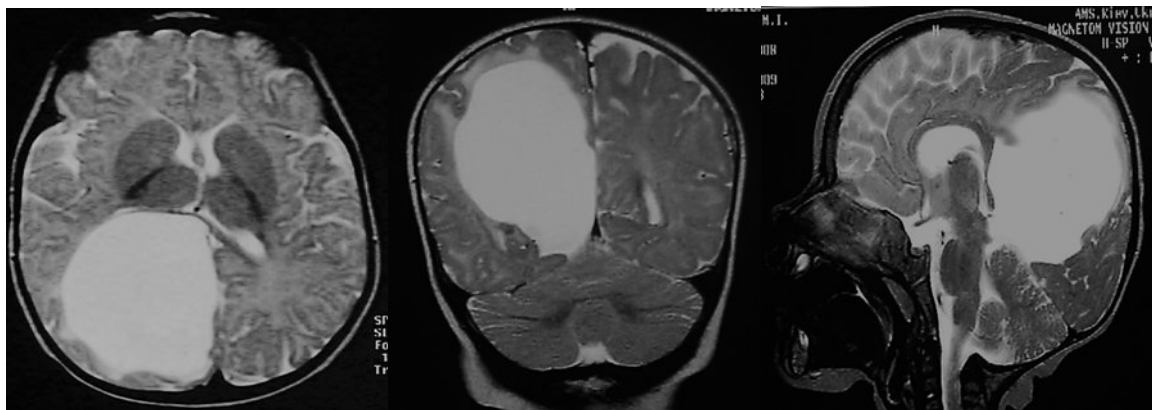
Спостереження № 95, вік 4 місяців, арахноїдальна кіста задньої третини міжпівкульної щілини. МРТ-зображення – куляста форма обмежена ригідним серповидним відростком (аксіальна, коронарна, сагітальна площини сканування).
